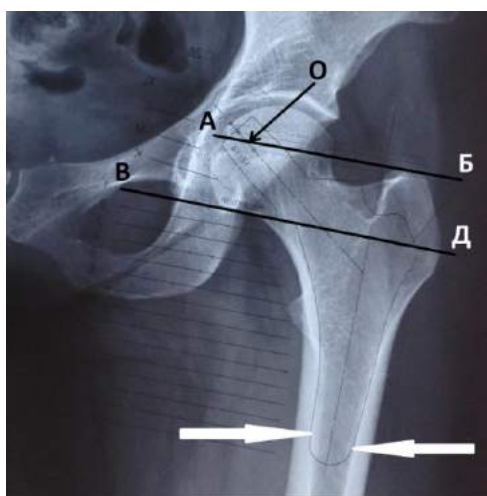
Рентгенограми лівого кульшового суглоба в прямій проекції. Передопераційне планування вибору розміру ніжки Physiohip фірмовим шаблоном.
